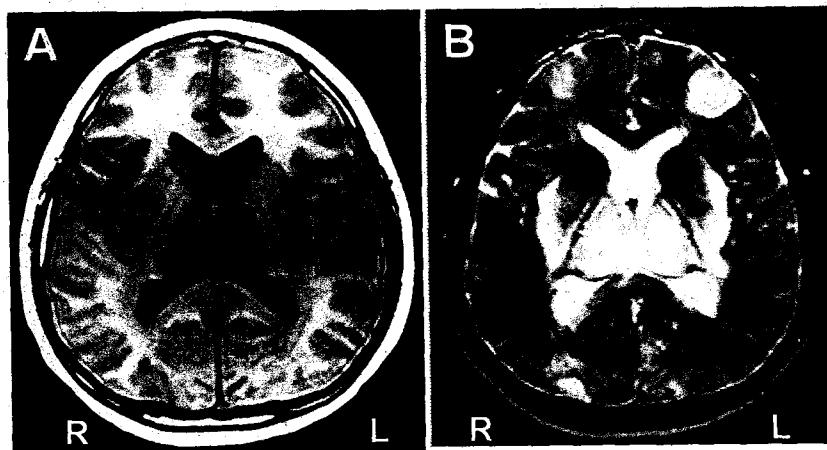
頭部MRI. A: T1強調画像、B: T2強調画像
